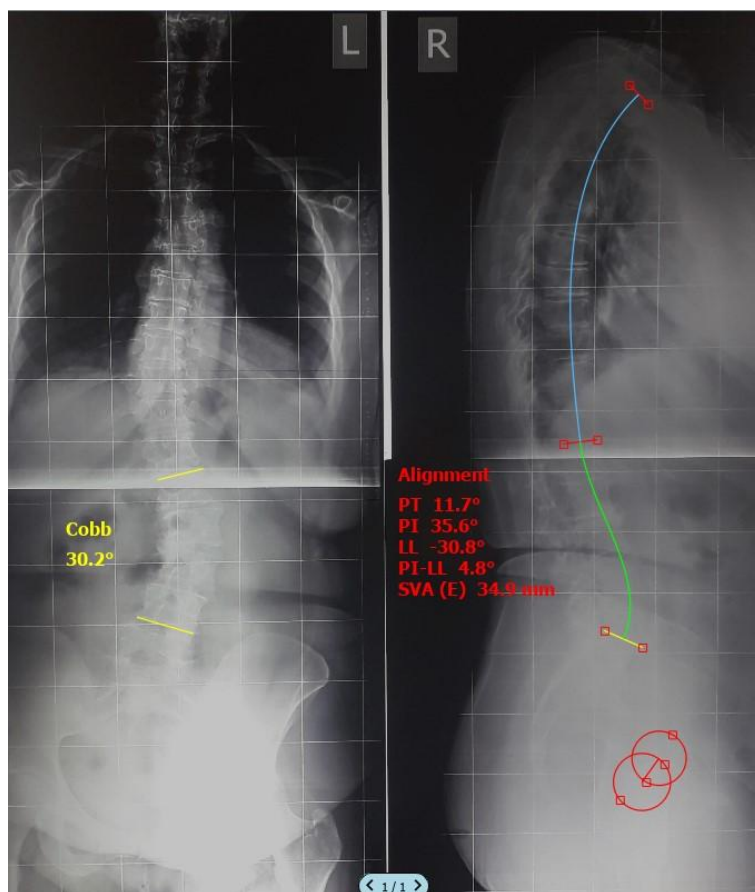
Телерентгенограммы пациентки Р., 61 год, в положении стоя
